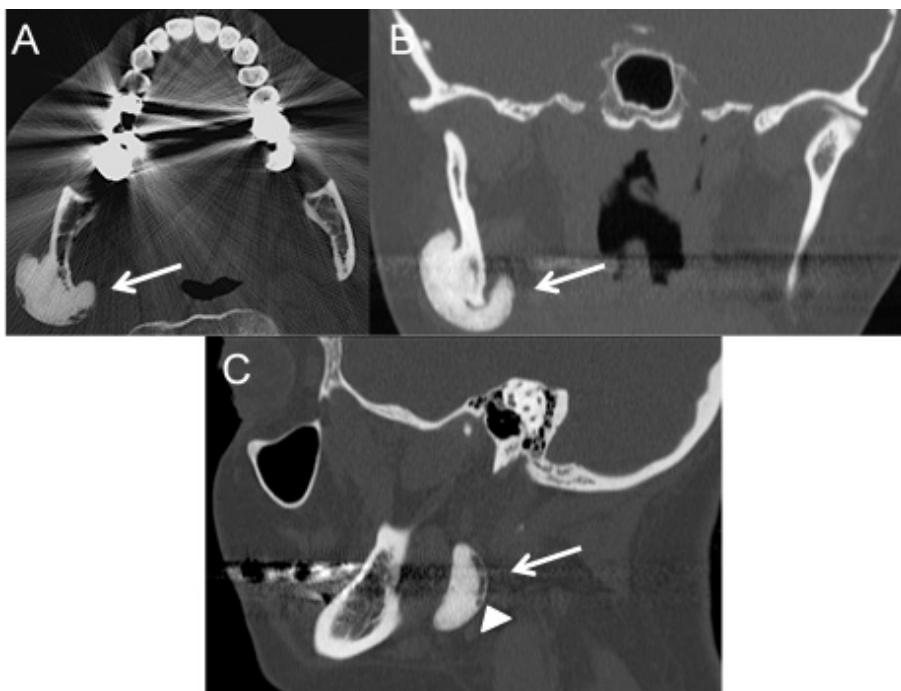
Osteocondroma. Imagens axial, coronal e sagital de TC em janela óssea (A, B e C) do mesmo doente demonstram uma lesão exofítica com origem no ramo ascendente direito da mandíbula (setas), apresentando clara continuidade com o osso nativo. Em (C) observa-se uma camada hipodensa periférica, de espessura milimétrica, que corresponde à capa cartilaginosa (cabeça de seta).
